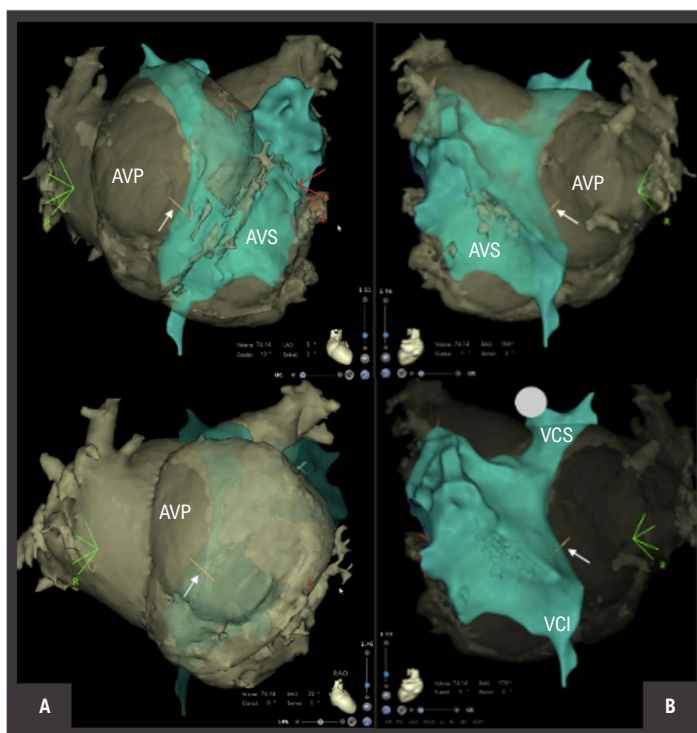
Mapeamento 3-D (CARTO 3, Biosense Webster, Inc) com integração de imagens de TC dos átrios sistêmico (AVS) e pulmonar (AVP). À esquerda (A) encontra-se uma incidência posterior e à direita (B) uma incidência anterior. O túnel intra-atrial está realçado a azul esverdeado. A seta branca demonstra a localização da ponta da agulha aquando da punção trans túnel intra-atrial. VCI: veia cava inferior; VCS: veia cava superior.
